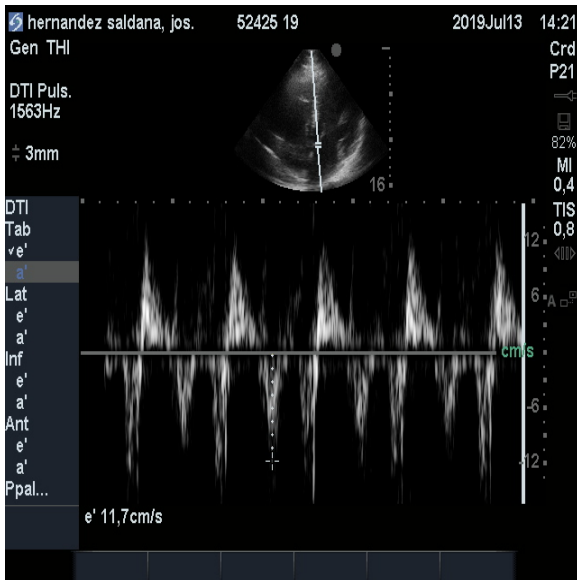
Medición de Ondas e' Modo Doppler
